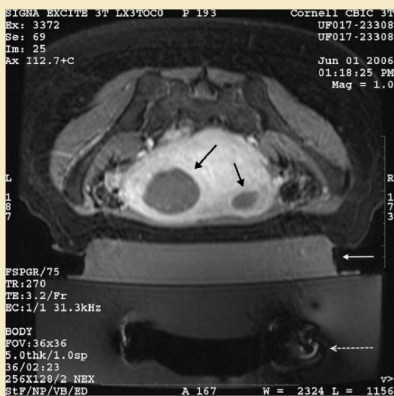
Verificación del efecto del tratamiento. Imagen RM axial en T1 con contraste que demuestra segmentos no perfundidos dentro de los miomas correspondientes a las aplicaciones de ultrasonido administradas. Obsérvese de nuevo la posición del transductor de ultrasonido en la mesa (flecha blanca discontinua) así como la película de gel (flecha blanca continua).
